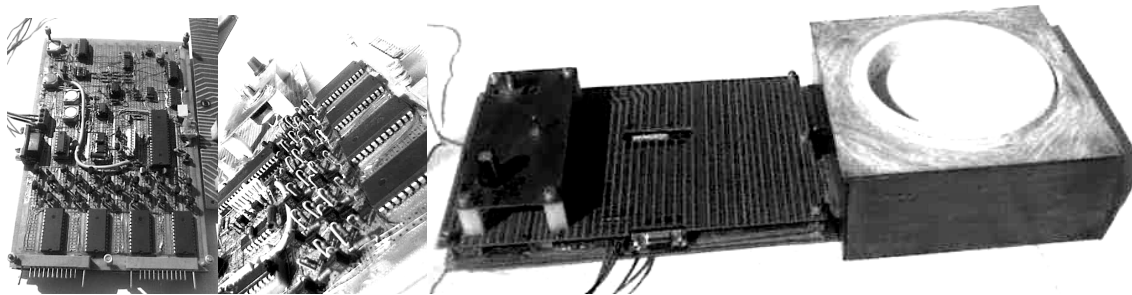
Дослідний макет електроімпедансного томографа
